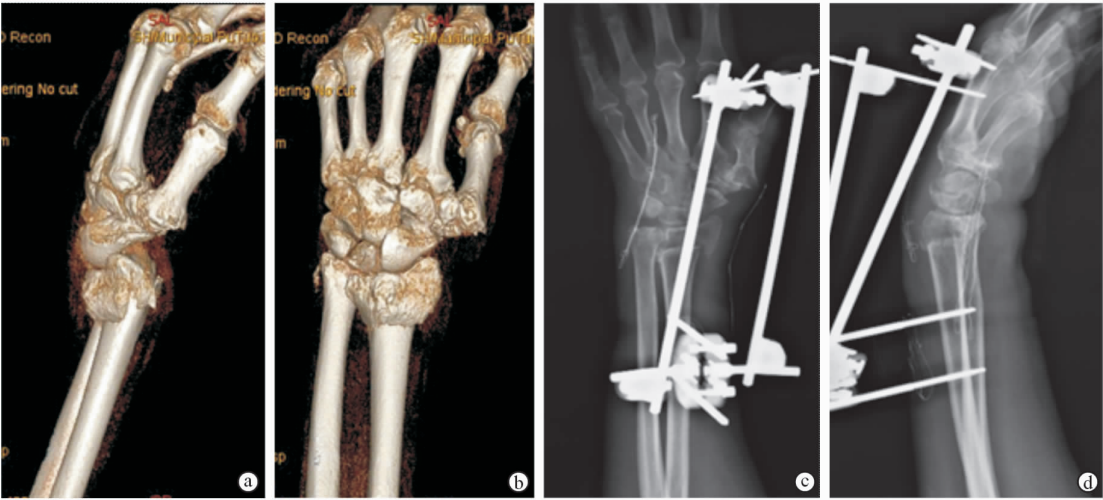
病例 3 影像学资料 a. 术前侧位三维 CT 重建影像 b. 术前正位三维 CT 重建影像 c. 术后正位 X 线片 d. 术后侧位 X 线片
